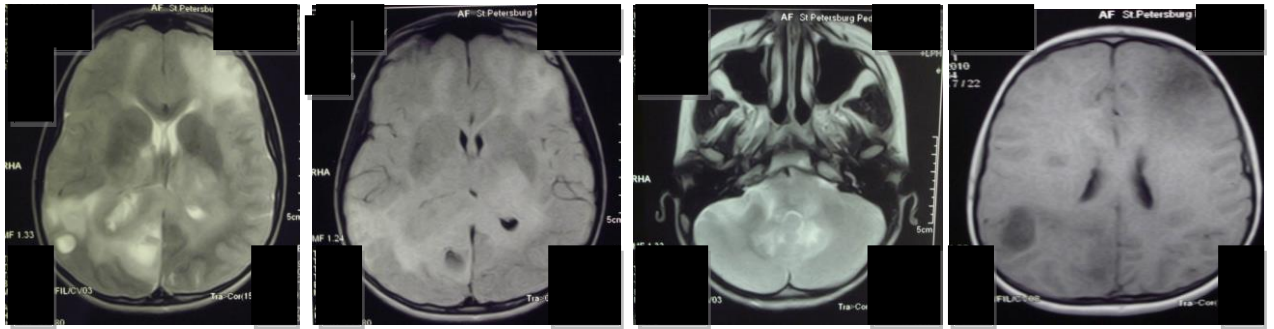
МРТ головного мозга пациента К., 12 лет. Диффузное изменение белого вещества с вовлечением серого больших полушарий головного мозга и мозжечка. Объемное воздействие выражено умеренно, желудочки мозга, борозды полушарий сужены. Аксиальная плоскость, T2-ВИ, T1-ВИ, FLAIR-ИП
